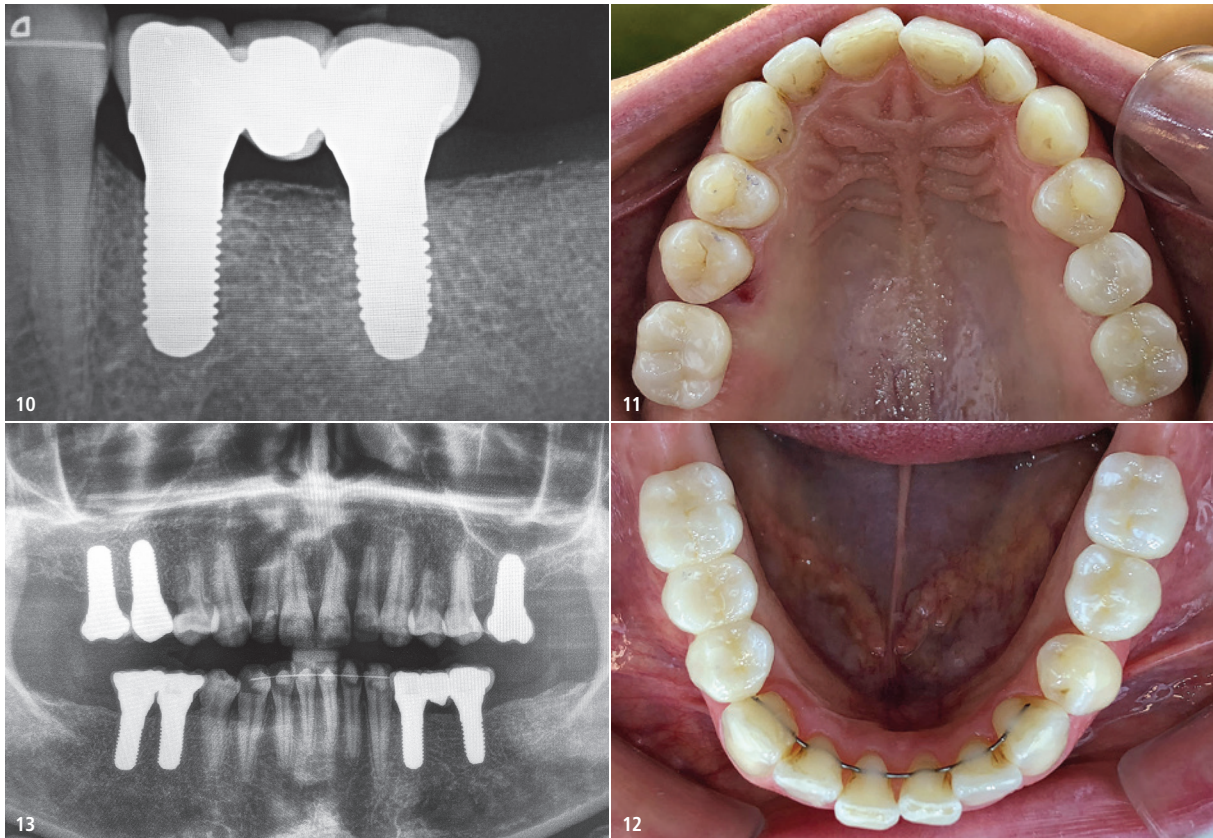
Röntgenkontrollaufnahme der posterioren Restaurationen unten links. – Abb. 11: Okklusale Ansicht der Oberkieferrestaurationen. – Abb. 12: Okklusale Ansicht der Unterkieferrestaurationen. – Abb. 13: Abschließende OPG-Aufnahme.
